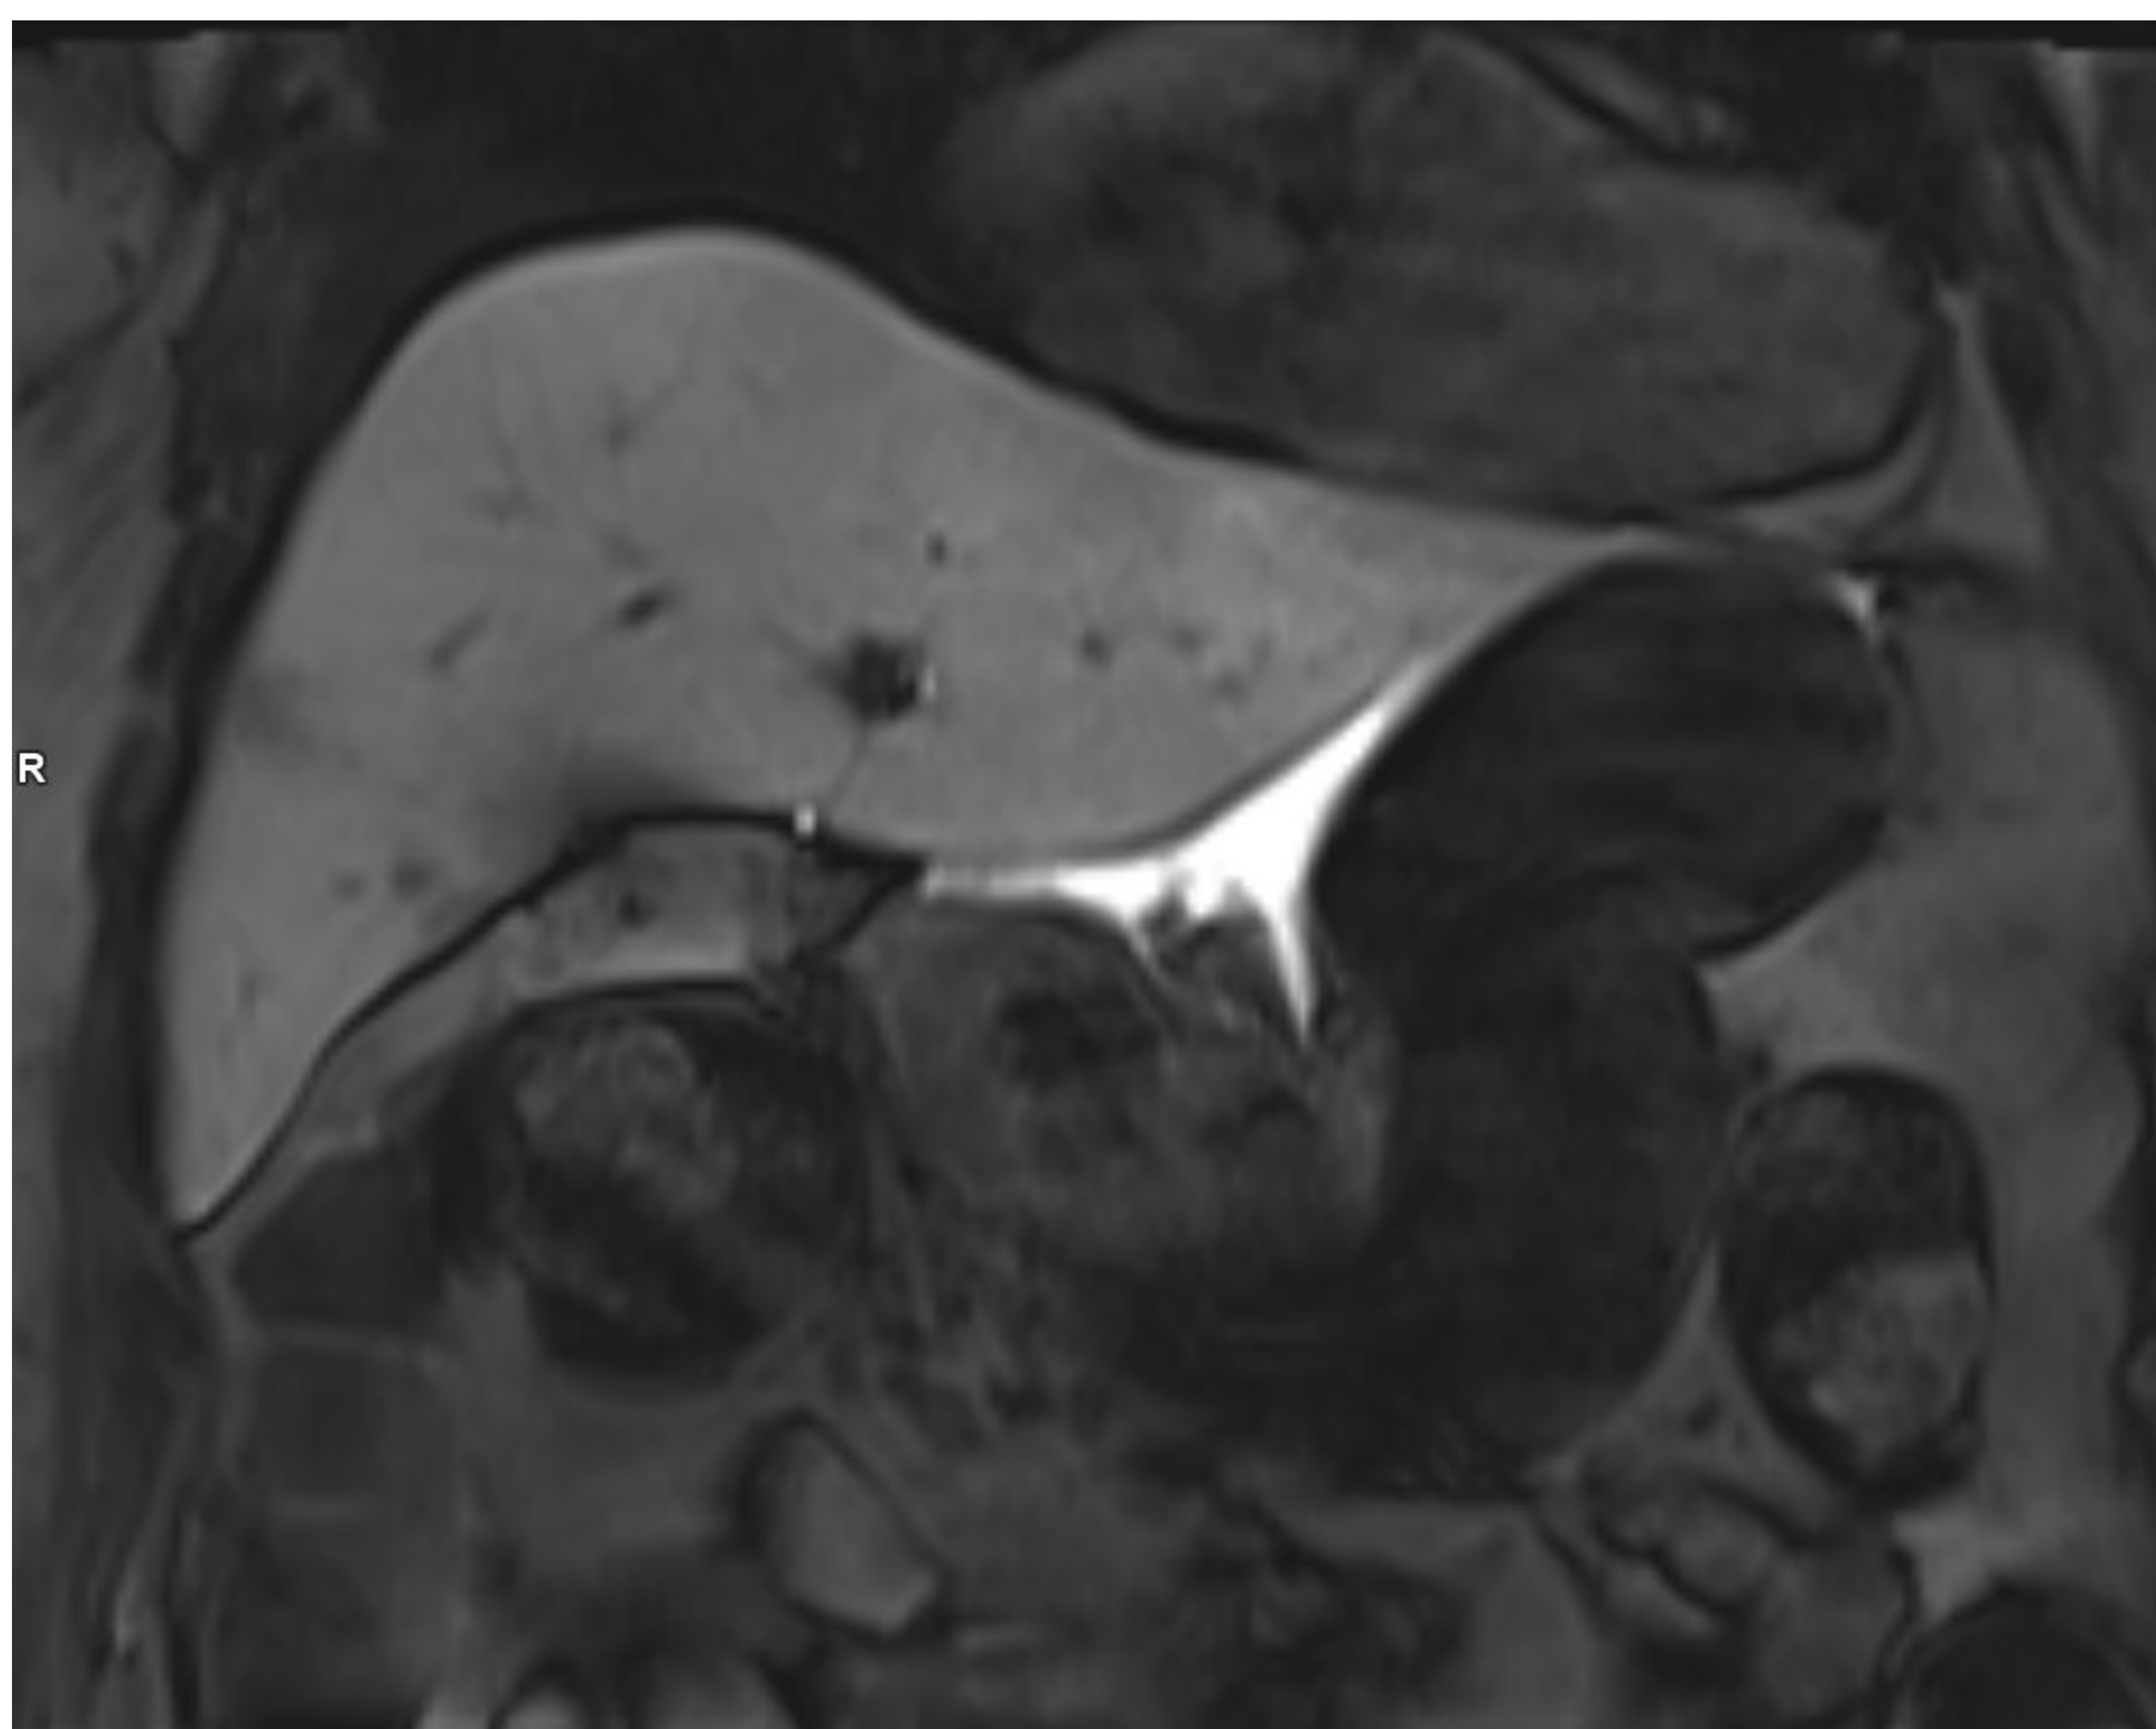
Cortes coronales de RM hepática con contraste hepatoespecífico a los 100 minutos. Paciente que tras intervención por colecistectomía presenta una fuga biliar desde el conducto hepático común proximal, acumulándose la bilis contrastada en el espacio peritoneal subhepático izquierdo. HUDGDN.
